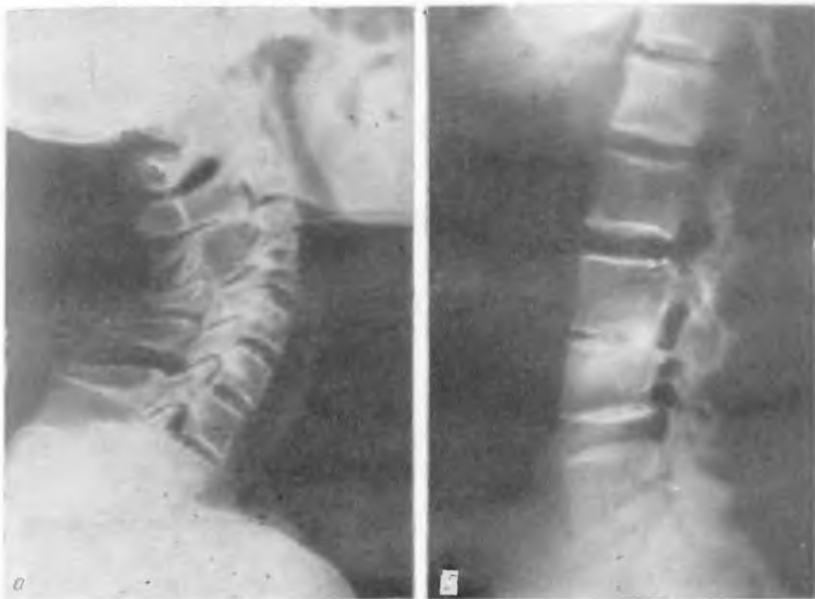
Врожденный блок на уровне  $C_3-C_4$  (а) и  $L_3-L_4$  (б) у одной и той же больной П., 52 лет. Данных об остеохондрозе нет. Случайная рентгенологическая находка.
